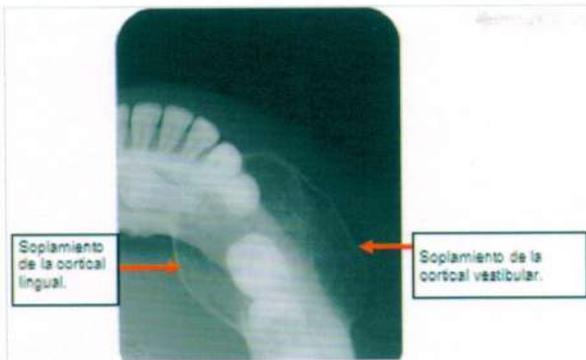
Radiografía con técnica oclusal de la mandíbula en un plano lateralizado con una incidencia a 90°. Se observa expansión de ambas corticales, focos de radiopacidad. El premolar retenido se ubica en una posición mesializada.
